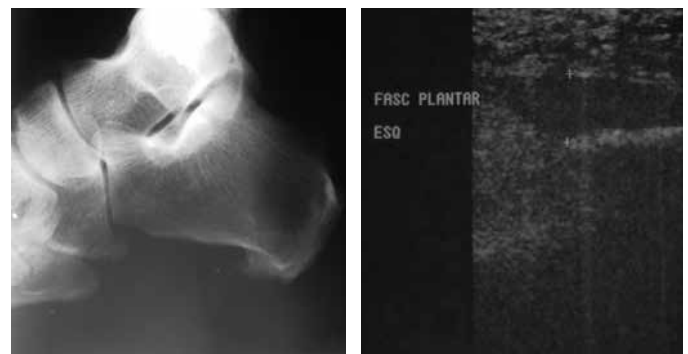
Radiografia em perfil do calcâneo esquerdo evidenciando esporão plantar (A), e ultrassonografia do pé esquerdo evidenciando espessamento e inflamação da fásia plantar (B)
